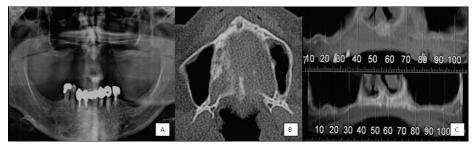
Ortopantomografia Figura 1b: Tomografia axial computorizada corte axial Figura 1c: Tomografia axial computorizada corte coronal
